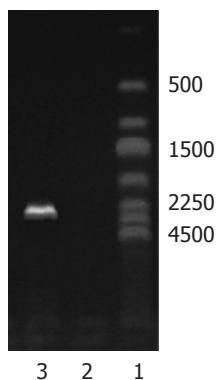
逆转录-聚合酶链反应检测细胞转染情况。1: Marker 250 bp DNA Ladder; 2: 转染细胞HepG2/CD-TK; 3: 转染细胞SCG7901/CD-TK(2.5 kb阳性条带)。
